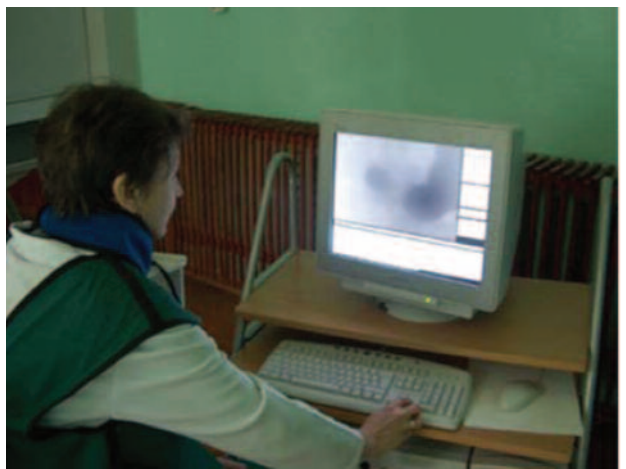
Цифровая рентгенография с использованием приемника «Альфа-С»
